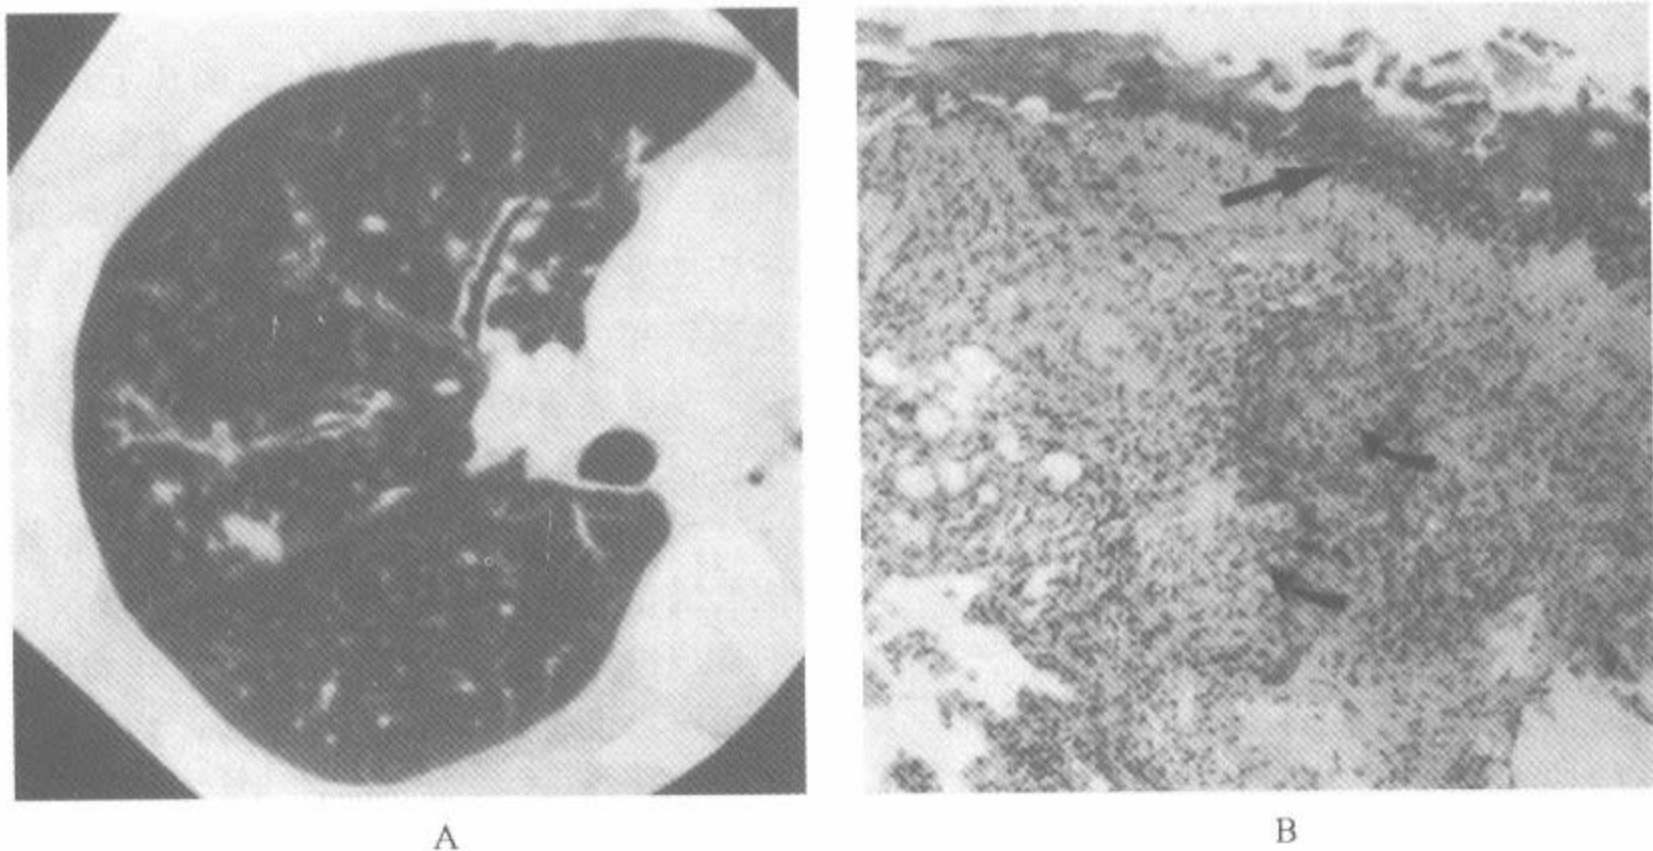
结节病中 HRCT 和支气管镜的对比
